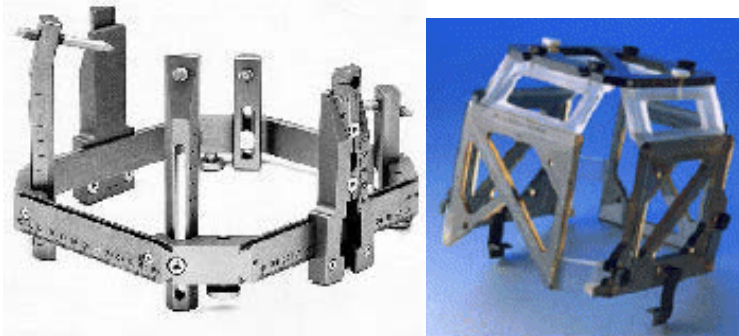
Marco estereotáxico Leksell con sus escalas milimétricas. Durante la exploración radiológica, se adapta un casco al marco, como el de la foto de la derecha, que tiene unas barras marcadoras. Estas barras, identificables por TC o RM, nos dan unas coordenadas en el espacio que permiten realizar la correlación.
